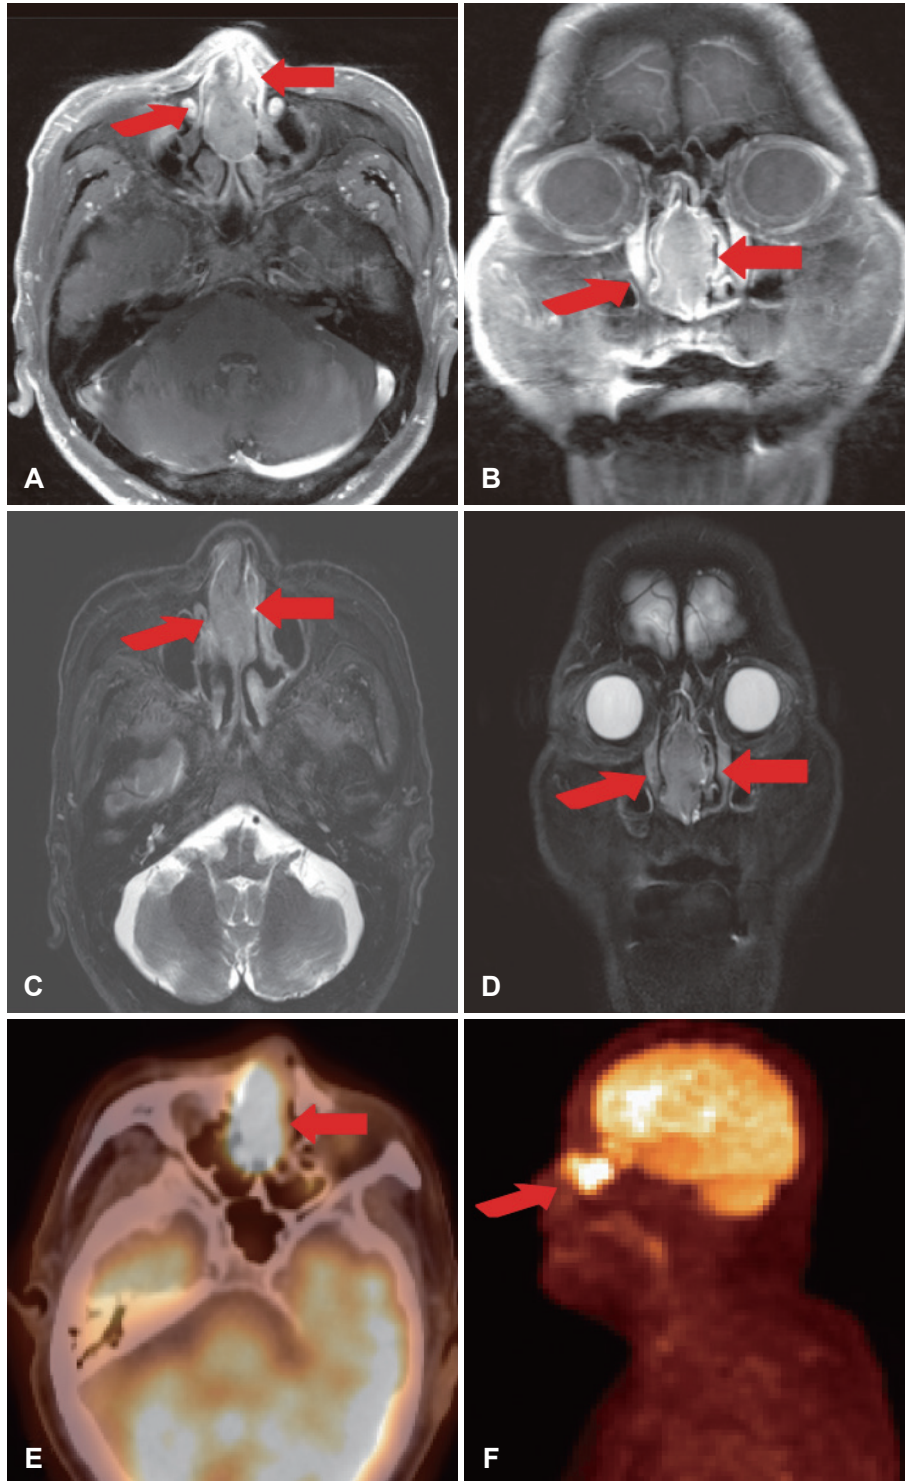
The profile of nasal septal cancer evaluated by PNS MRI and PET CT. Enhanced axial (A) and coronal (B) T1 weighted images showed moderate enhancement of the mass (red arrows) involving the nasal septum. Axial (C) and coronal (D) T2-weighted images showed a slightly hyperintense mass (red arrows) in the nasal septum. PET CT showed 2-deoxy-2-[¹⁸F] fluoro-D-glucose uptake of the mass (red arrows) in the nasal septum (E and F).
